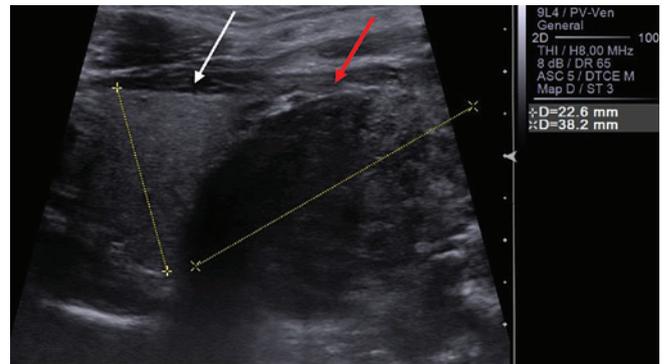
Ультразвуковая томограмма опухоли гортани (красная стрелка). Продольное сканирование. Распространение опухоли на щитовидную железу (белая стрелка)
